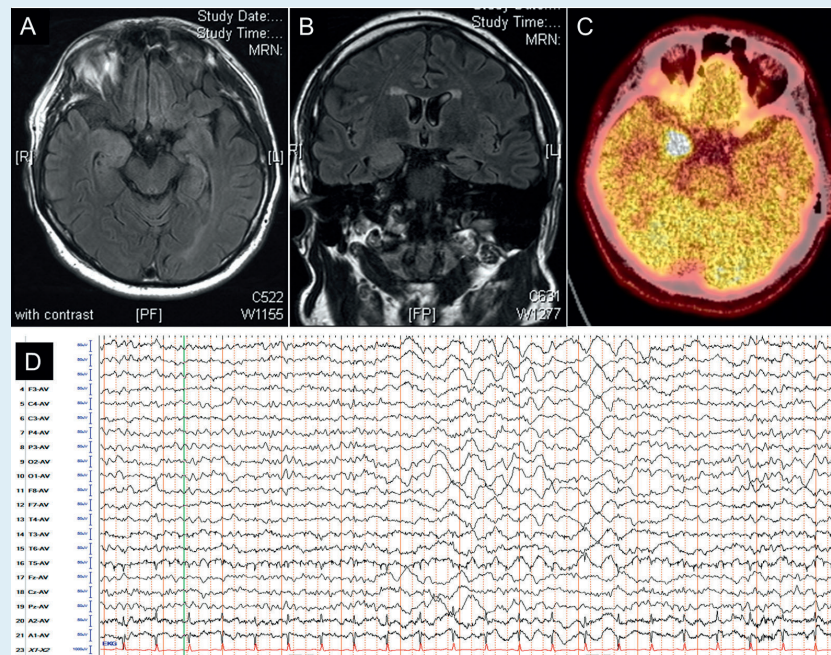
Die Abbildung zeigt die FLAIR-Sequenz einer kraniellen MRT in transversaler (A) und koronarer (B) Schnittrichtung sowie ein PET-CT des Schädels (C). Darüber hinaus ist ein kurzer EEG-Ausschnitt illustriert (D).
